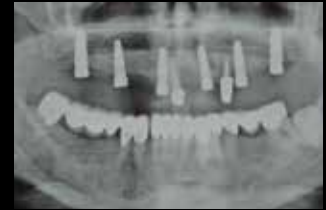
Kontrollröntgenaufnahme nach Freilegung aller Implantate
